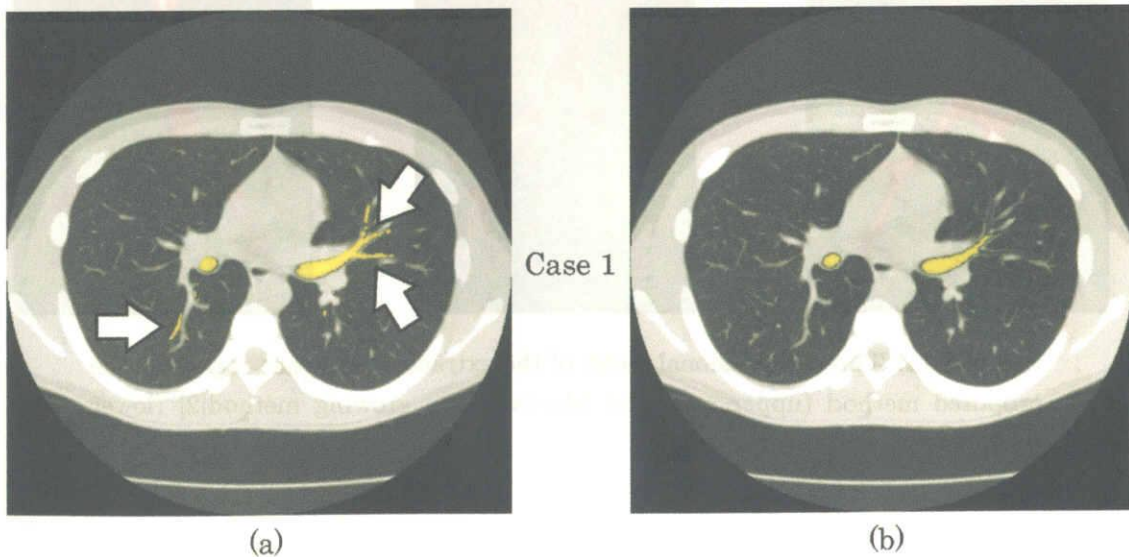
Examples of the improvement of extraction results. This image is same slice in Fig. 5.1. Branches that accompany the CT slice can be segmented by the proposed method (white arrows).
